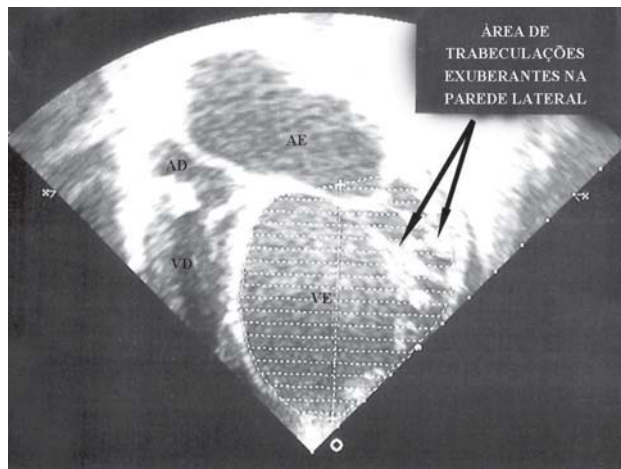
Ecocardiograma pré-operatório em corte apical evidenciando a importante dilatação das cavidades esquerdas e a área de trabeculações sugestiva de miocárdio não compactado na parede lateral do ventrículo esquerdo.
